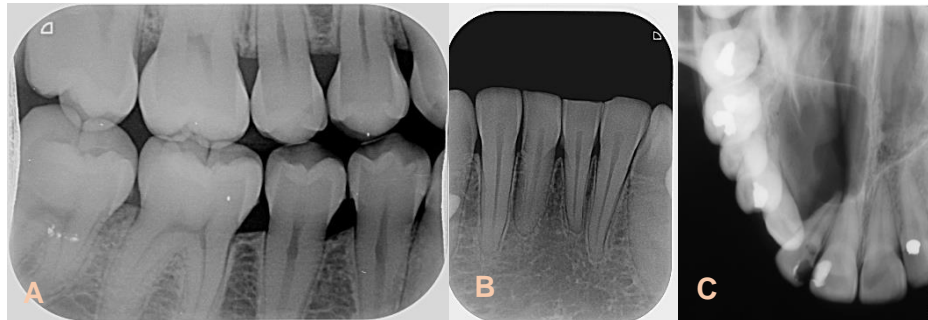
Tipos técnicas radiográficas intraorales. A) Radiografía Bitewing Premolares derechos. B) Radiografía Periapical incisivos centrales inferiores. C) Radiografía Oclusal, vista maxilar superior. (Cortesía: Dra. Torrealba T.).
